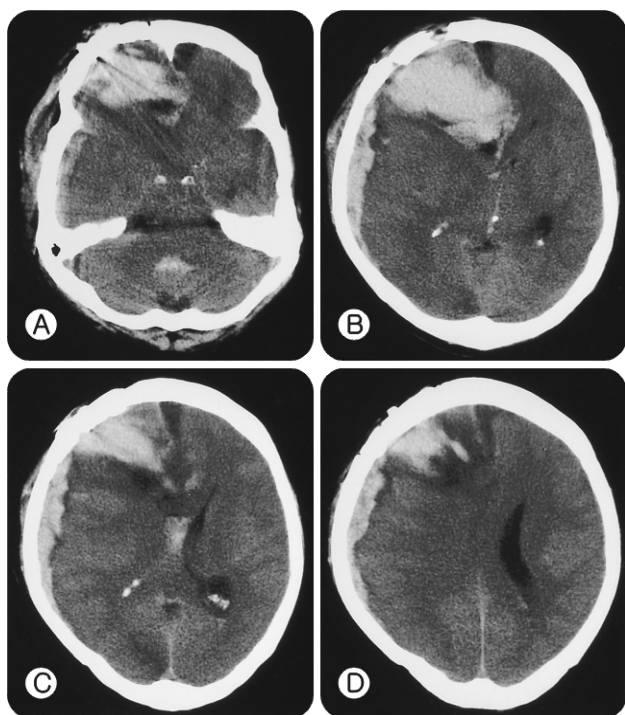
On the 10th postoperative day brain CT scan shows acute SDH and midline shifting.
